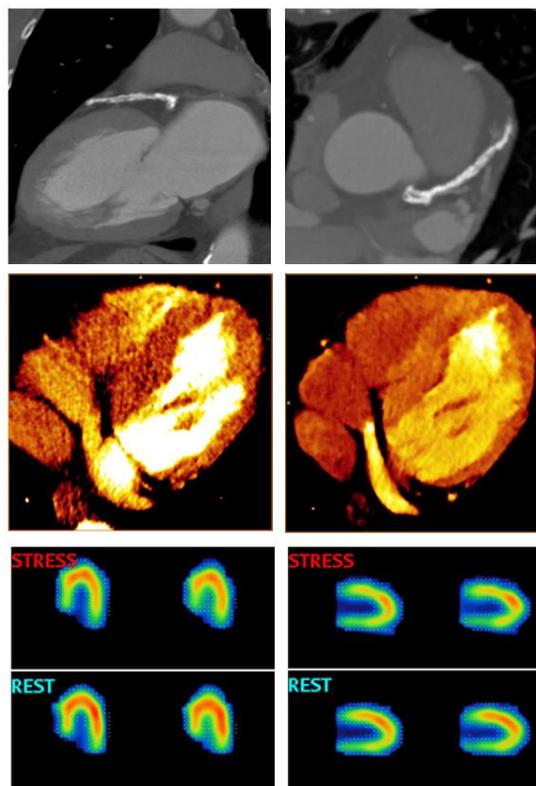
Bildbeispiele eines 86-jährigen Patienten mit Z. n. Bypassoperation. Die beiden oberen Bilder zeigen die schwer verkalkte LAD, die mit dem Koronar-CT nicht zu beurteilen ist. In der Mitte ist die CT-Perfusion in Falschfarben dargestellt. In der Belastungsaufnahme (rechts) sieht man im Vergleich zur Ruheaufnahme eine kleinere subendokardiale Ischämie im interventrikulären Septum. Unten sind die korrelierenden Szintigraphieaufnahmen dargestellt.
